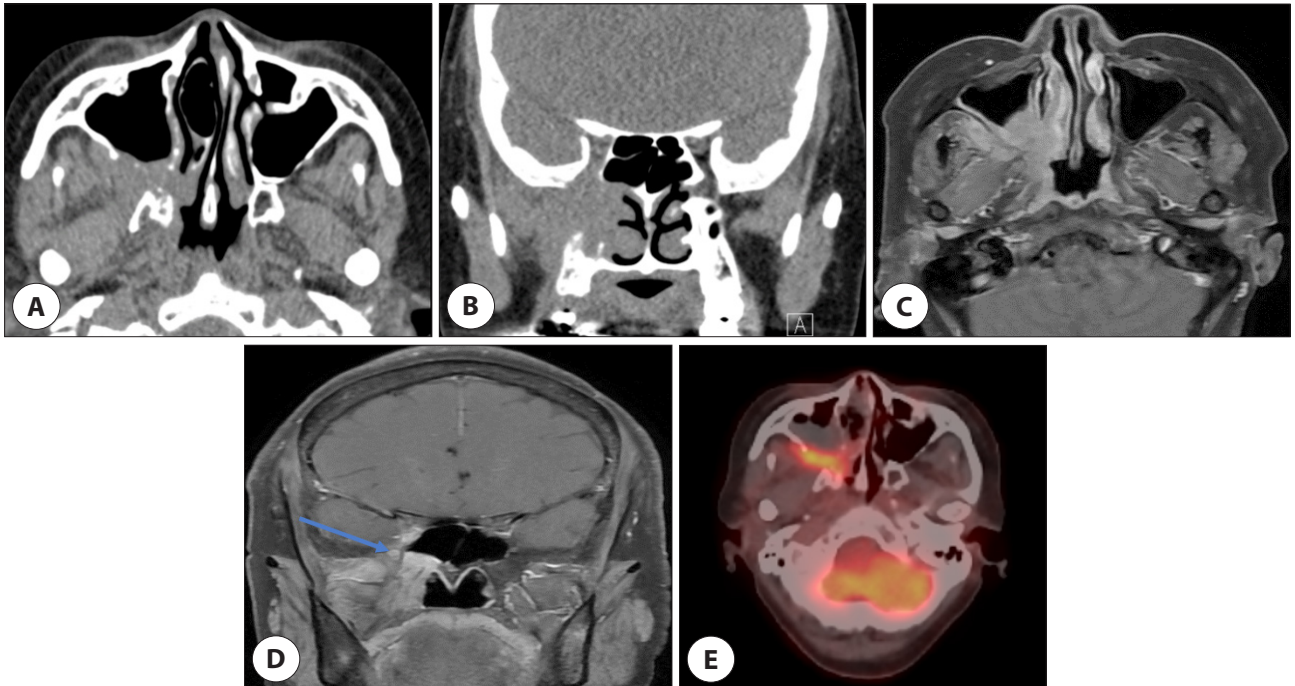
Pre-treatment PNS CT, MRI and PET-CT. Axial (A) and coronal (B) views of PNS CT showed ill-defined infiltrating lesion involving right pterygopalatine fossa with invasion into posterior wall of maxillary sinus and posterior nasal cavity. Axial T1-weighted (C) PNS MRI also showed 3.5 cm sized homogeneously enhancing mass lesion in right pterygopalatine fossa with bone destruction. Coronal T1-weighted (D) image showed a suspicious finding of perineural invasion because the lesion was surrounding the maxillary nerve (arrow). PET-CT (E) image showed hypermetabolic lesion in right pterygopalatine fossa, posterior wall of maxillary sinus, and masseter space. PNS CT: paranasal sinus computed tomography, MRI: magnetic resonance imaging, PET-CT: positron emission tomography-computed tomography.
